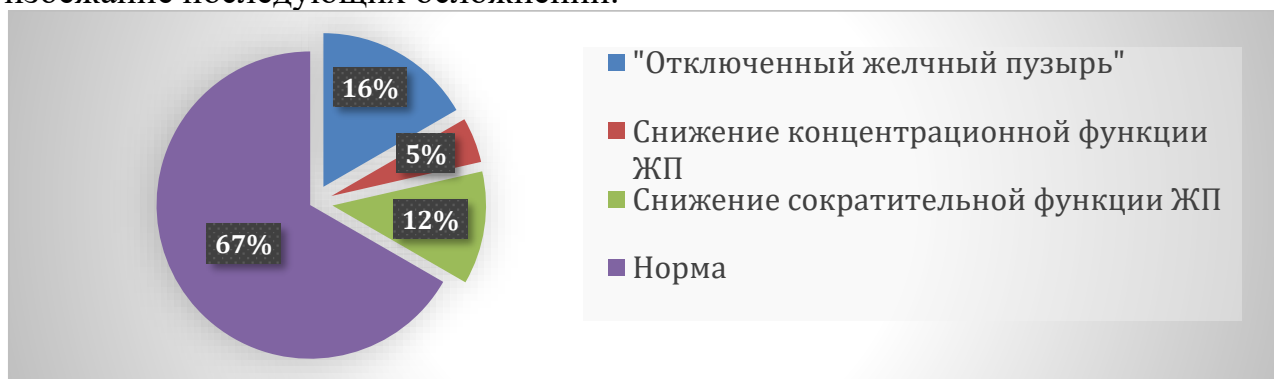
Результаты динамической сцинтиграфии гепатобилиарной системы
